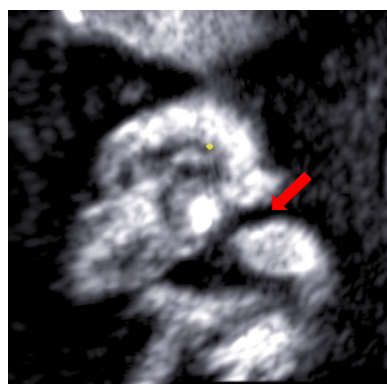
dimostrazione di labioschisi con ecografia 2D sul piano coronale.
